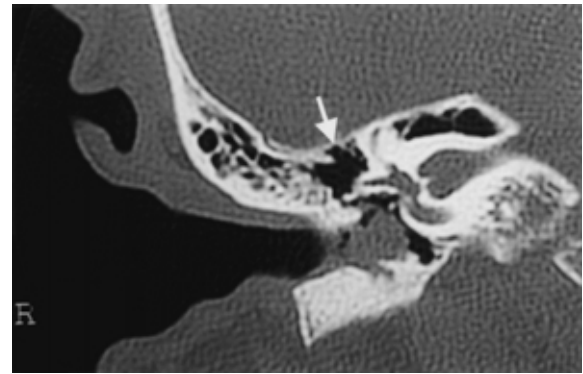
側頭骨CT冠状断(5月11日): 乳突洞内には含気(白矢印)が認められ、中耳腔内への進展は軽度である。
